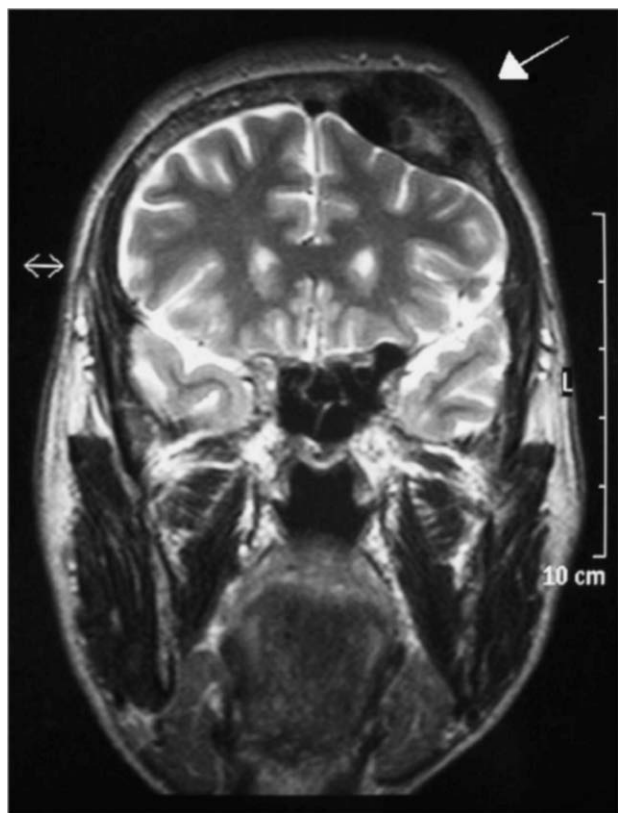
Resonancia magnética craneal que muestra lesión de osteítis fibrosa quística (flecha blanca) en la región frontal izquierda.
